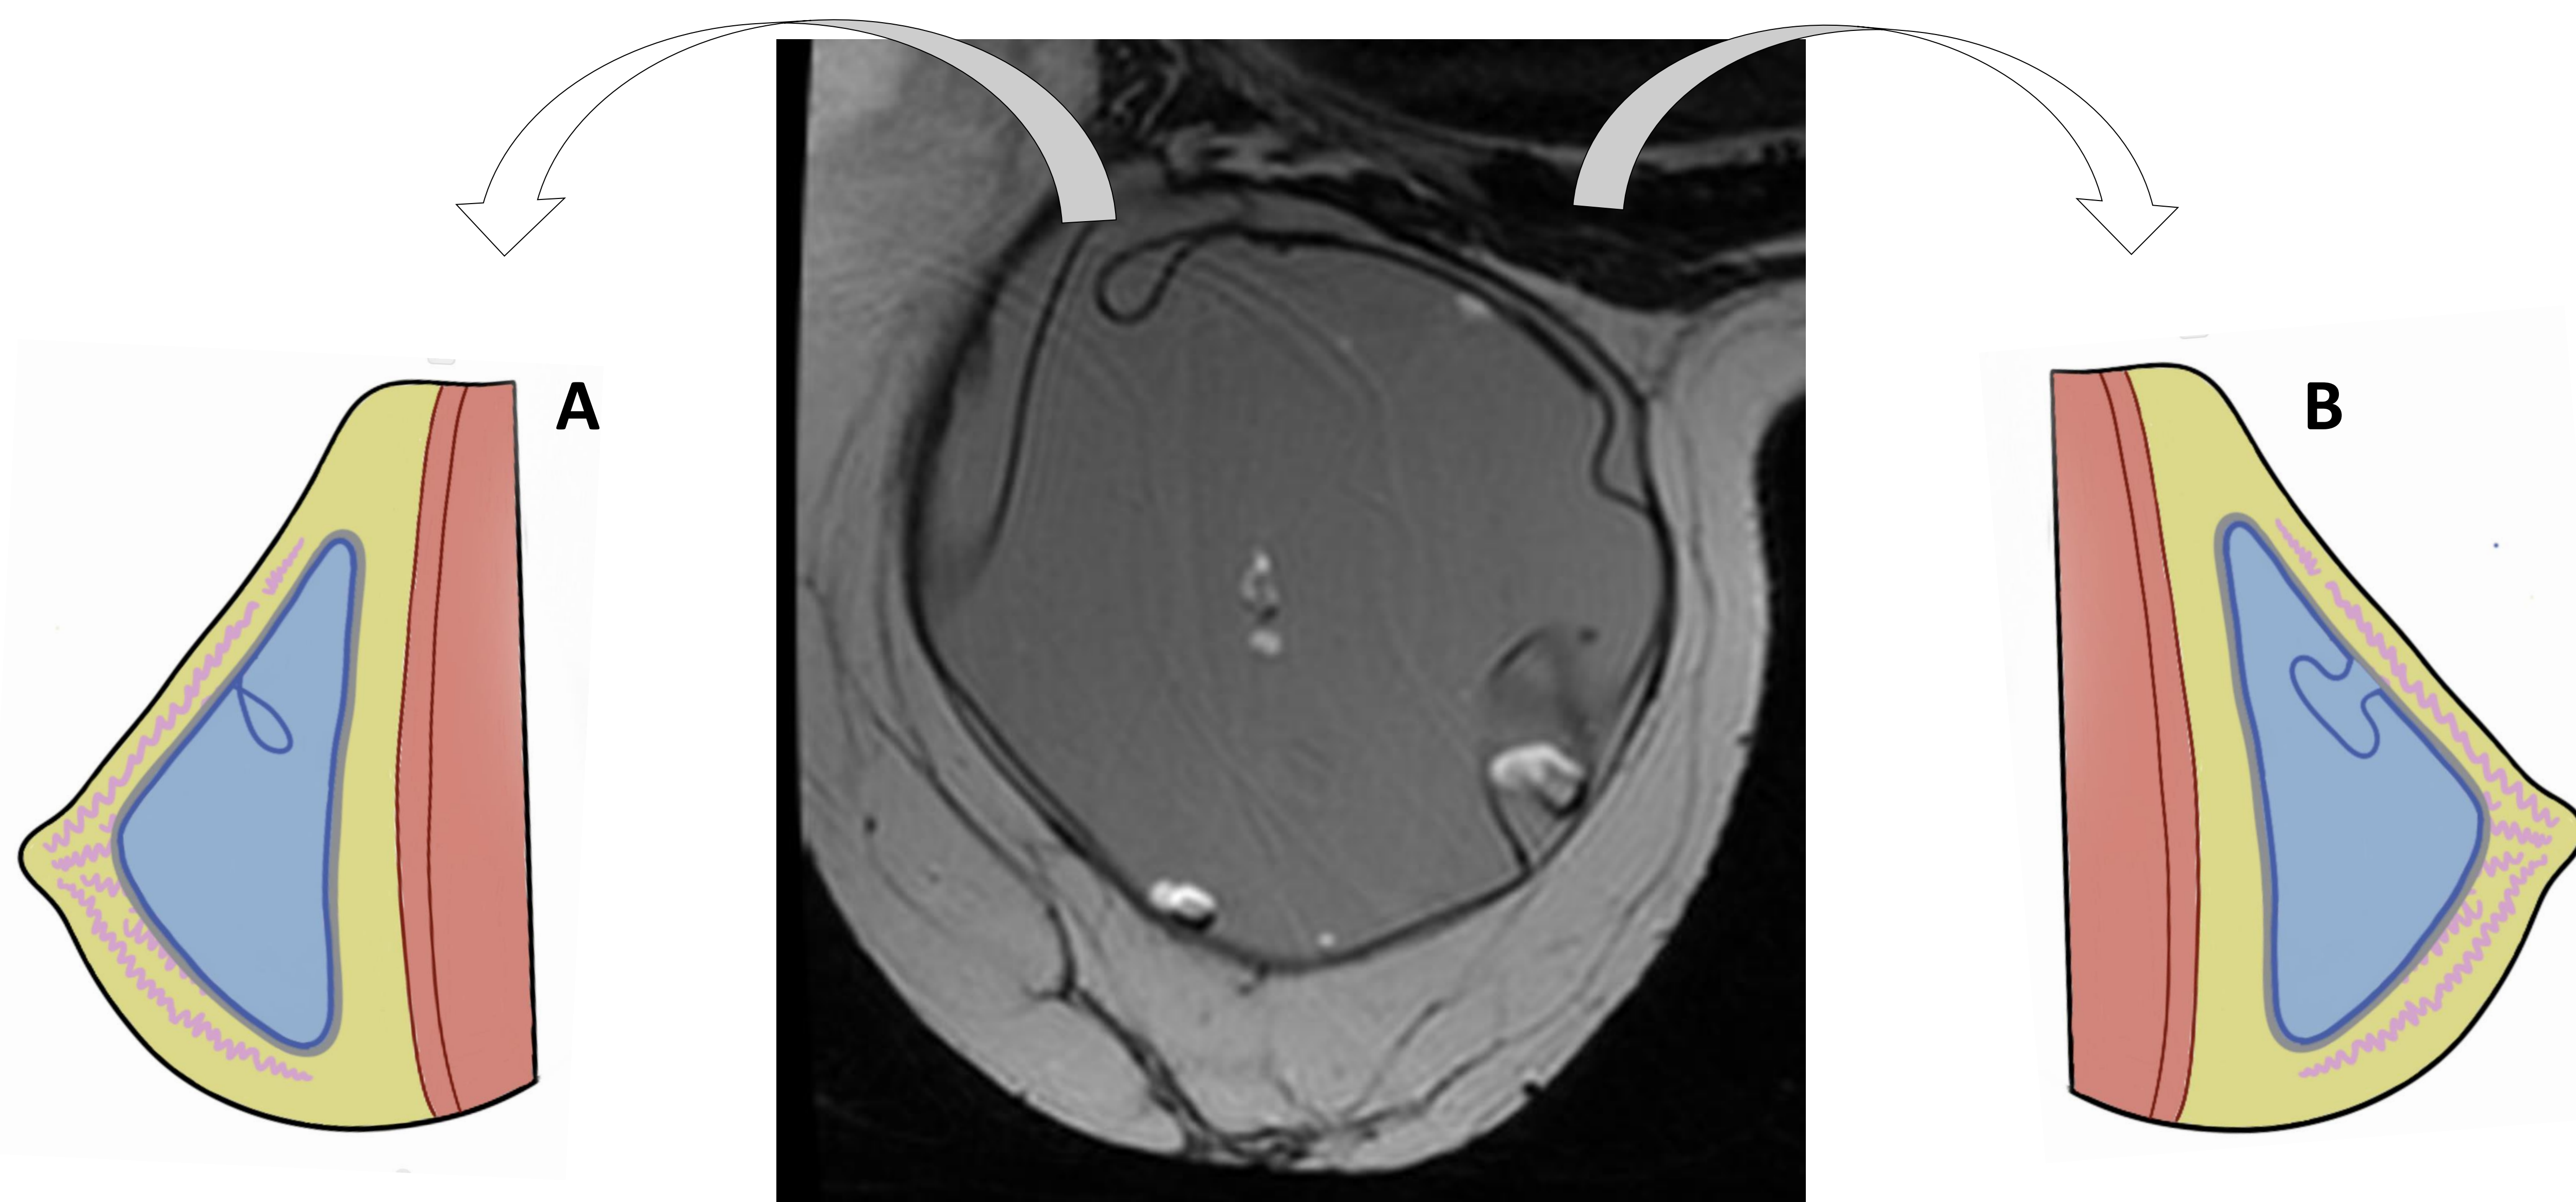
Imagen de RM mamaria ponderada en T2 de paciente con prótesis de mama de silicona retroglándular. Signos de rotura intracapsular con invaginaciones de la envoltura de silicona, con presencia de silicona entre la envoltura y la cápsula, conformando el "signo de lágrima" (A) en vertiente postero-lateral derecha y "signo de la herradura" en la vertiente postero-medial. Se identifican también focos de hiperintensidad en la prótesis "signo del aceite en ensalada" (B).
